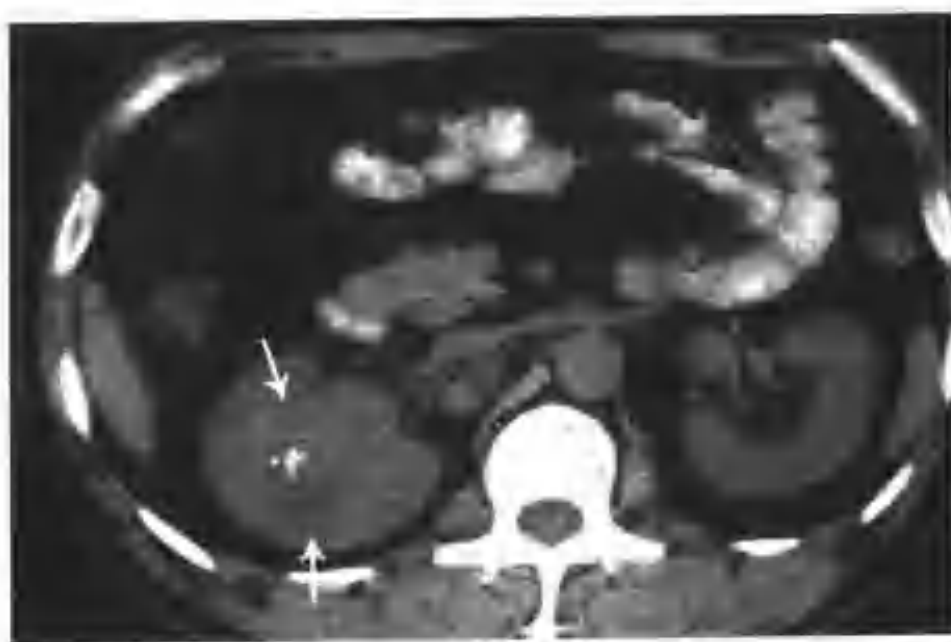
右肾透明细胞癌（8 年前因膀胱移行细胞癌行膀胱部分切除术，CT 平扫右肾见一个 $5\text{cm} \times 5\text{cm} \times 5\text{cm}$ 的肿块，呈等密度，内见斑点状钙化影（箭头）
